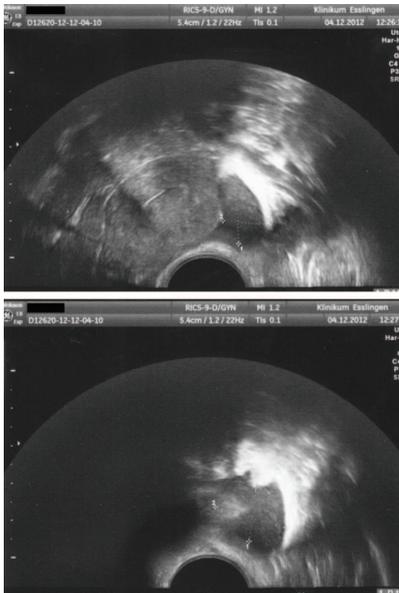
Darstellung des Uterus mittels Rektal-Sonographie.
